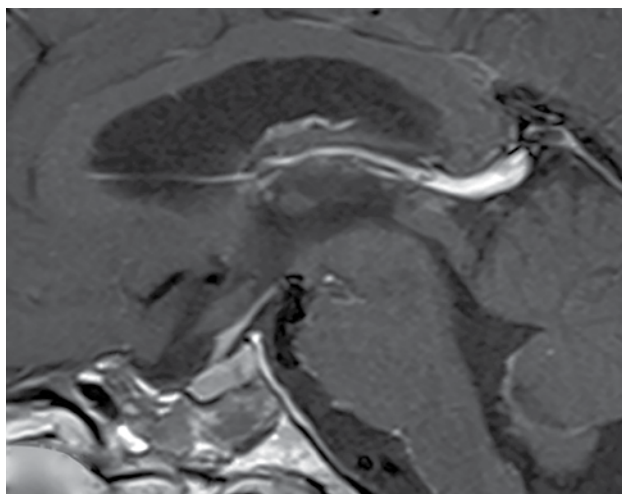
RM selar T1 con Gadolinio. Corte sagital. Imagen postoperatoria. Se observa reducción significativa de la lesión y visualización completa del tallo pituitario.
